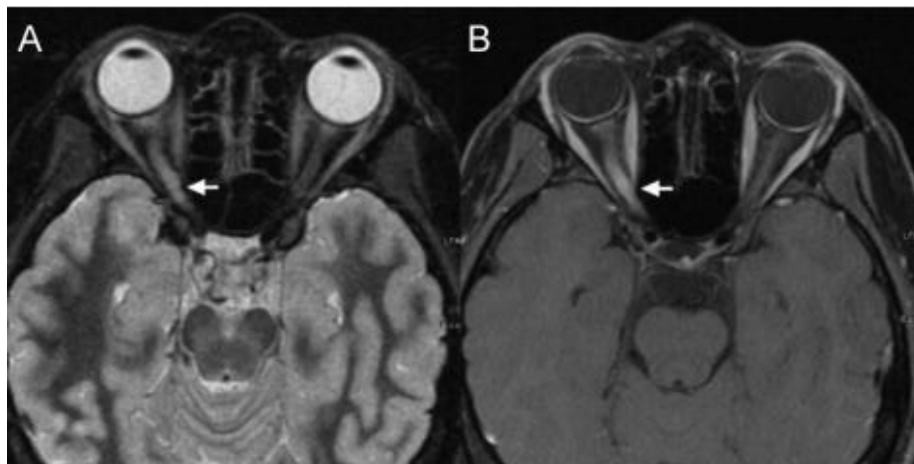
Paciente con neuritis óptica monofásica positiva para anticuerpo AQP4. Corte tau lesiones que realzan el contraste A) lesión hiperintensa edematosa B) Realce de contraste de la RM; paciente con primer episodio de NO (Tomado de Sato et al., 2013).
